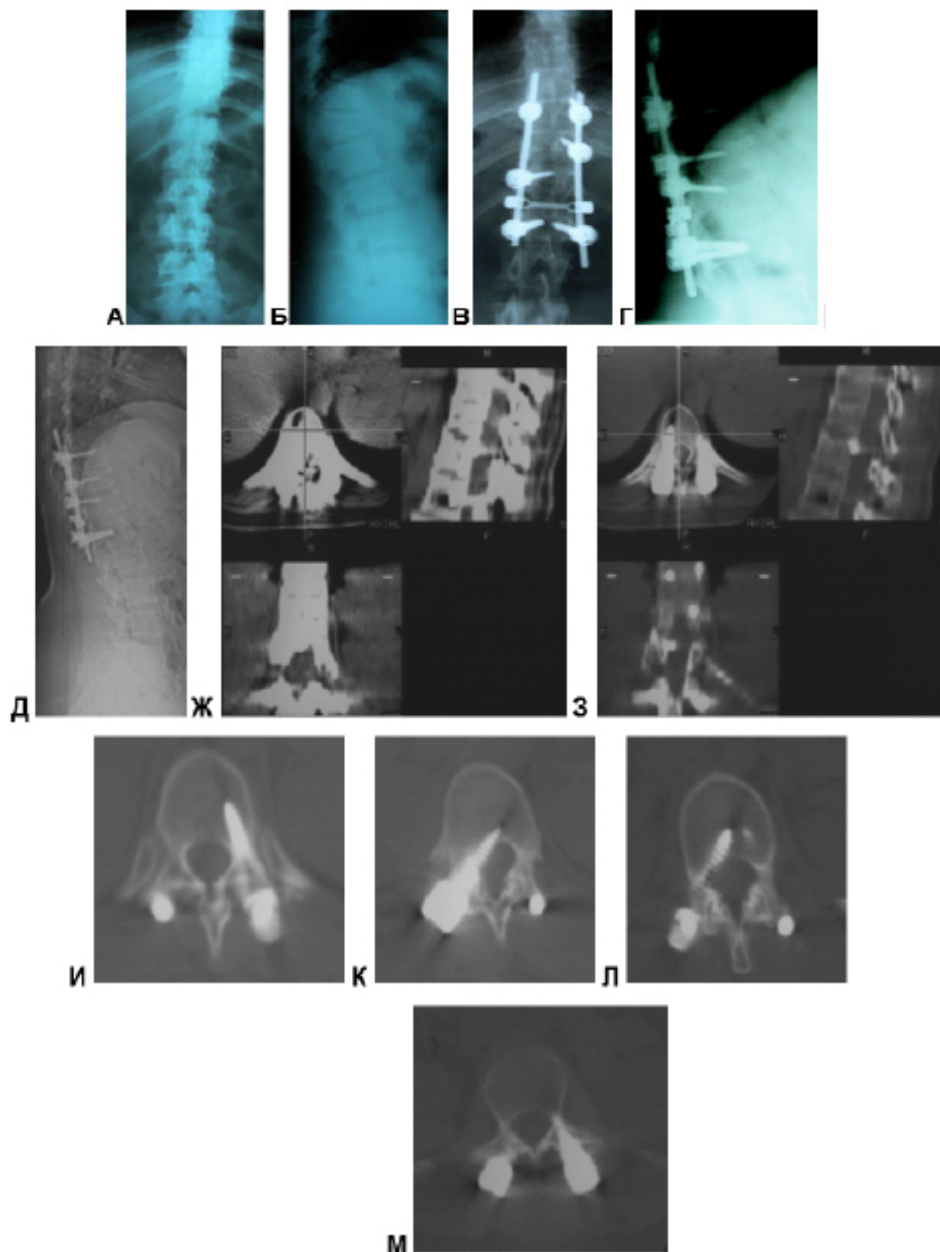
А,Б – рентгенограммы до операции; В,Г – рентгенограммы после операции; Д,Ж,З,И,К,Л,М - КТ томограмма и КТ после операции – некорректно установленный винт
